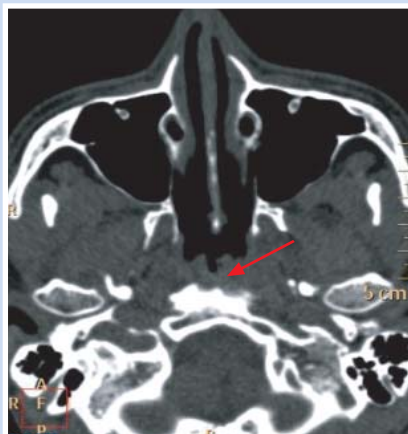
Компьютерная томография. Сумка (карман) Торнвальдта
